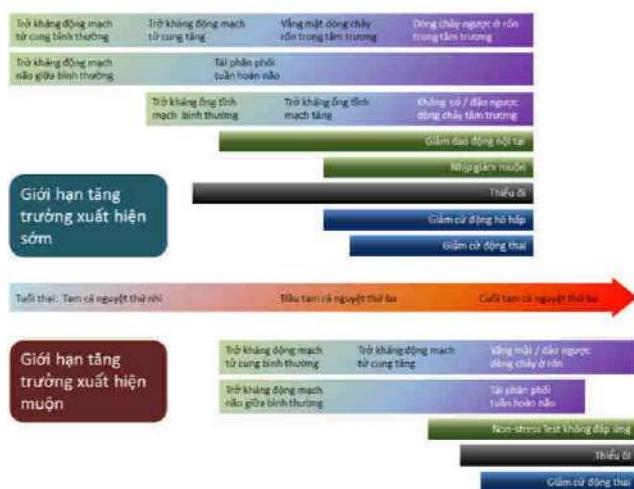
Bất thường EFM là biểu hiện xuất hiện trước khi có các biểu hiện xấu trên velocimetry Doppler
